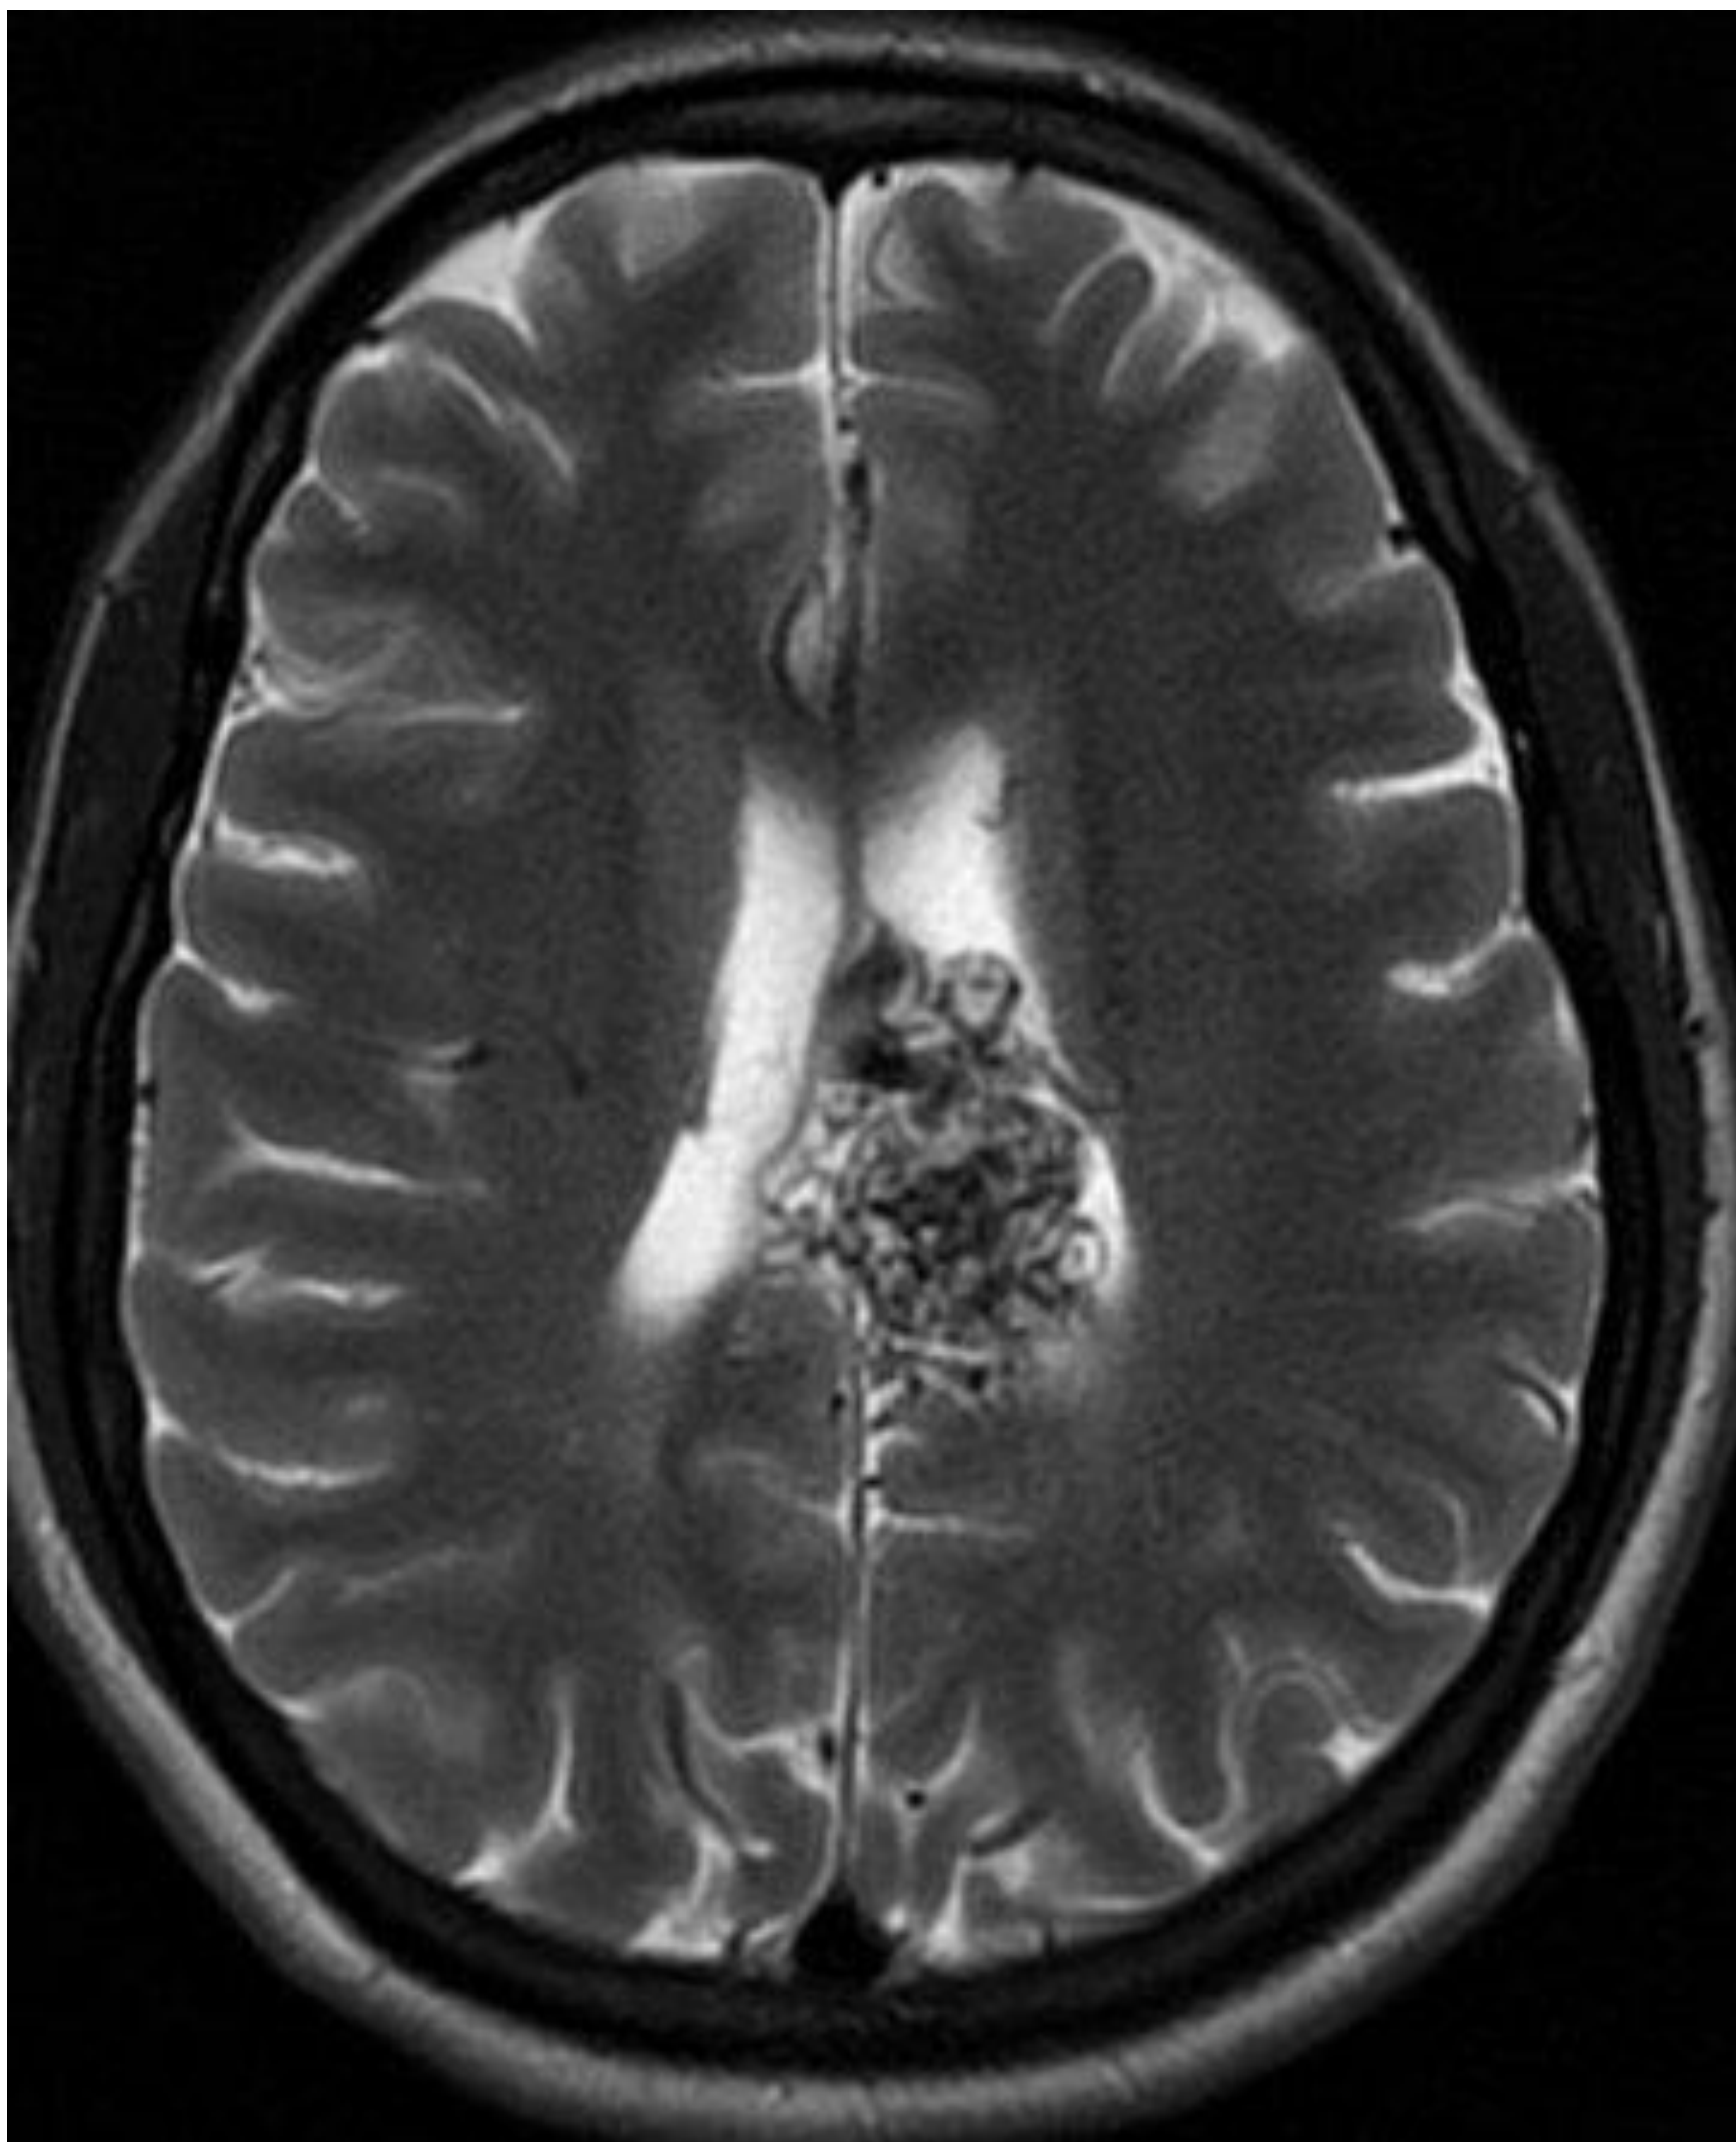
Imagen Axial T2 que define con mayor precisión los vasos individuales del nidus que las imágenes de TC previas.
